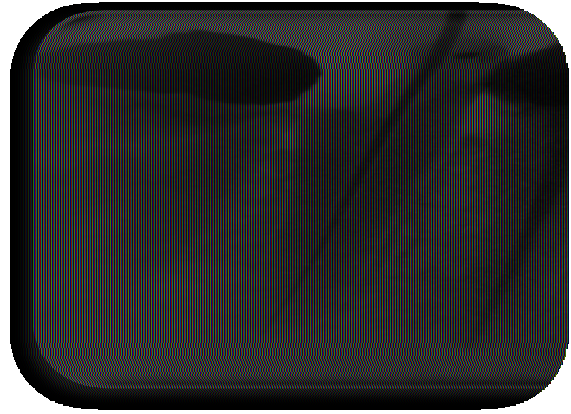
radiographie périopératoire (lime en place) sur la 35
